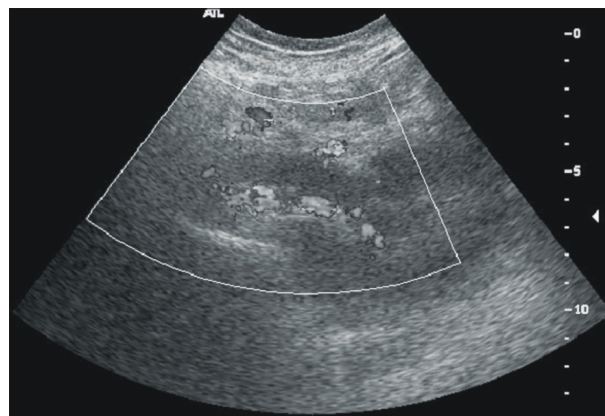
Color doppler ultrasonography shows a no vascular flow in the left renal vein with a hypoechoic mass.
